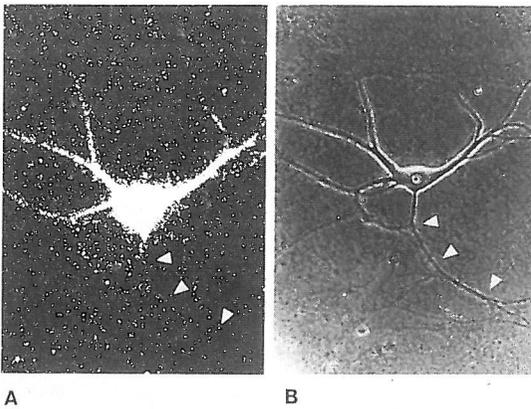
Dendritischer Transport von BC1 RNA in sympathischen Neuronen in Primärkultur. ^{35}S -markierte BC1 RNA wurde *in vitro* transkribiert und in den Zellkörper eines sympathischen Neurons injiziert. Nach Injektionen wurden die Kulturen 5 Stunden lang bei 35°C inkubiert, fixiert und für die Autoradiographie vorbereitet. (A) Im Dunkelfeld ist ein starkes Signal im Soma und in den Dendriten der Nervenzelle erkennbar. Das einzelne Axon, das den Zellkörper verläßt, ist unmarkiert, auch im proximalen Segment (Pfeile). (B) Eine Phasenkontrast-Aufnahme zeigt Zellkörper, Axon und Dendriten der in (A) im Dunkelfeld abgebildeten Nervenzelle.
